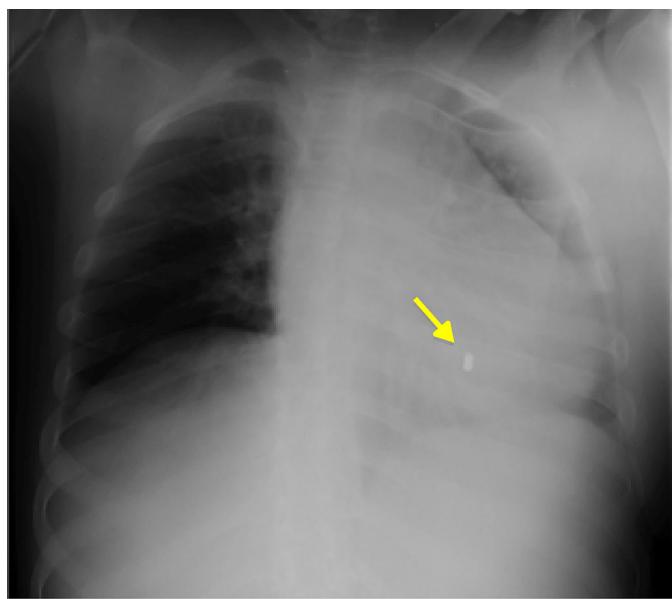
Radiografía de tórax que muestra imagen de densidad metálica en hemitórax izquierdo (flecha).
